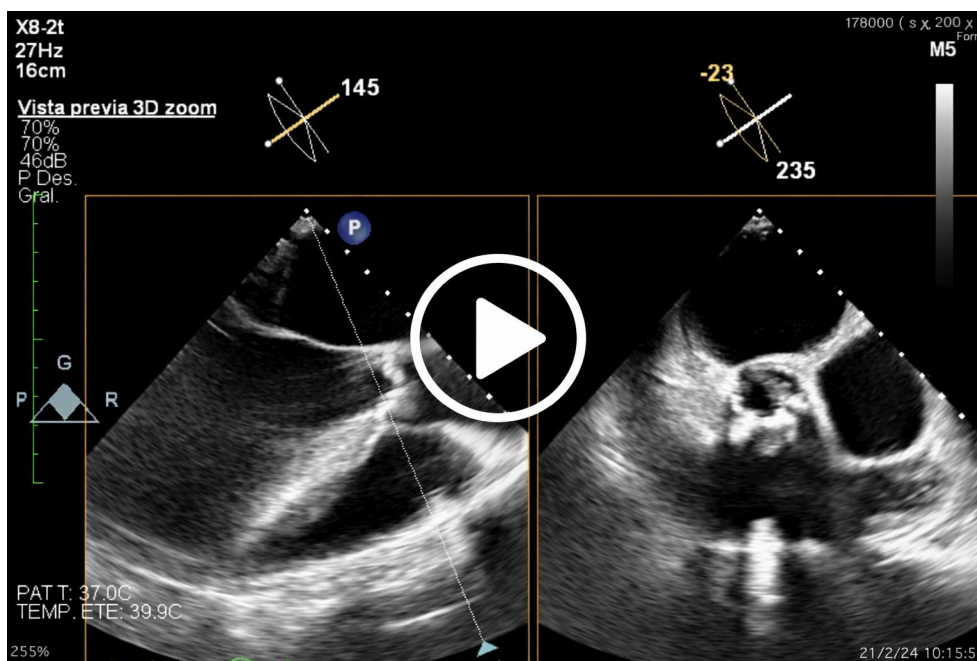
Video de ecocardiografía transesofágica 2D que demuestra morfología unicúspide de la válvula aórtica
